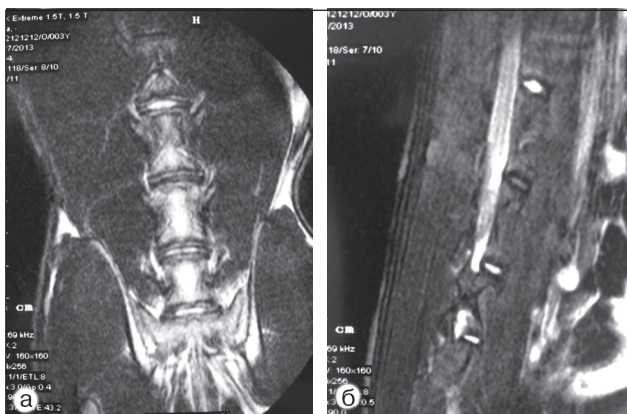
МРТ поперекового відділу хребта кроля з дегенеративними змінами у міжхребетному диску LV-LVI: а) пряма проекція; б) бічна проекція
